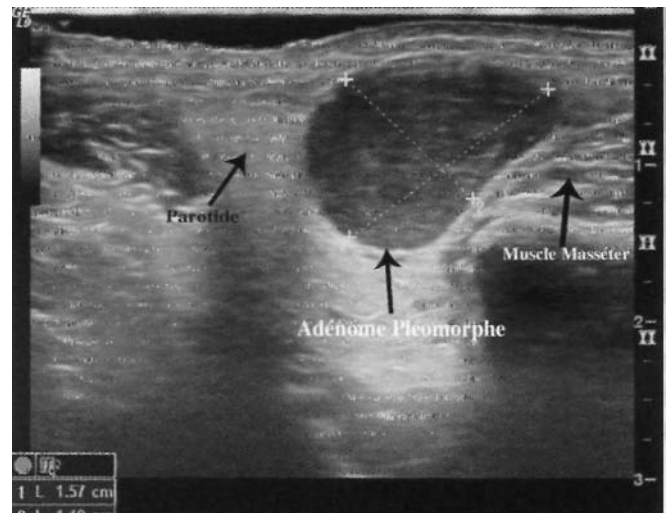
Échographie d'un adénome pleiomorphe de la glande parotide.
